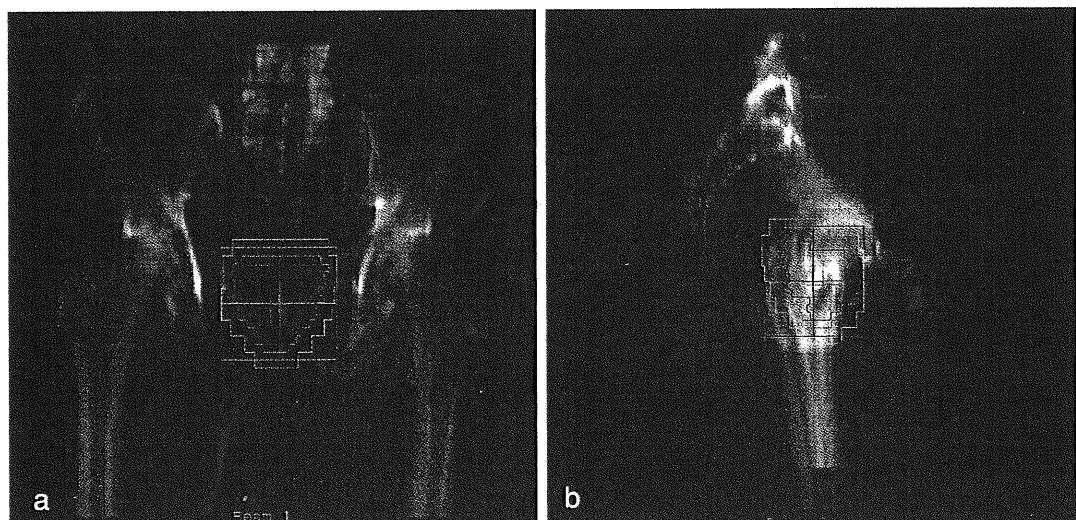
digitally reconstructed radiography (DRR)
